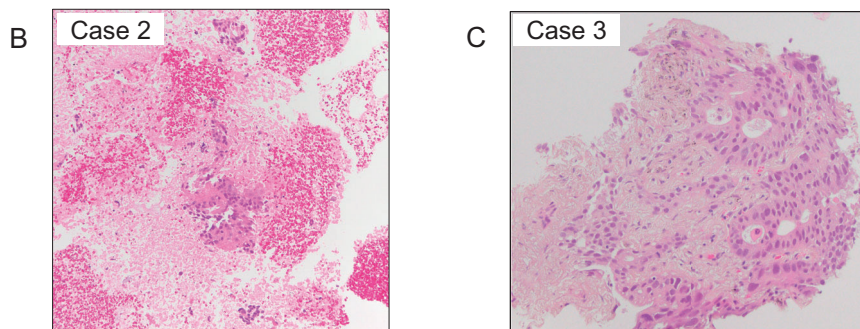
(A) Summary of failed cases of ODxTT for BRAF mutations and multiplex analyses (n=9). (B) Representative pathological images (HE) of failed sample collecting using EBUS-TBNA (Case 2 in A). (C) Representative pathological images (HE) of failed sample collecting using a CTGB (Case 3 in A). ODxTT, Oncomine™ Dx Target Test®; M, male; F, female; NSCLC, non-small cell lung cancer; TBB, transbronchial biopsy; Ad, adenocarcinoma; EBUS-TBNA, endobronchial ultrasound-transbronchial needle aspiration; CTGB, computed tomography-guided biopsy; NE, not evaluated.
